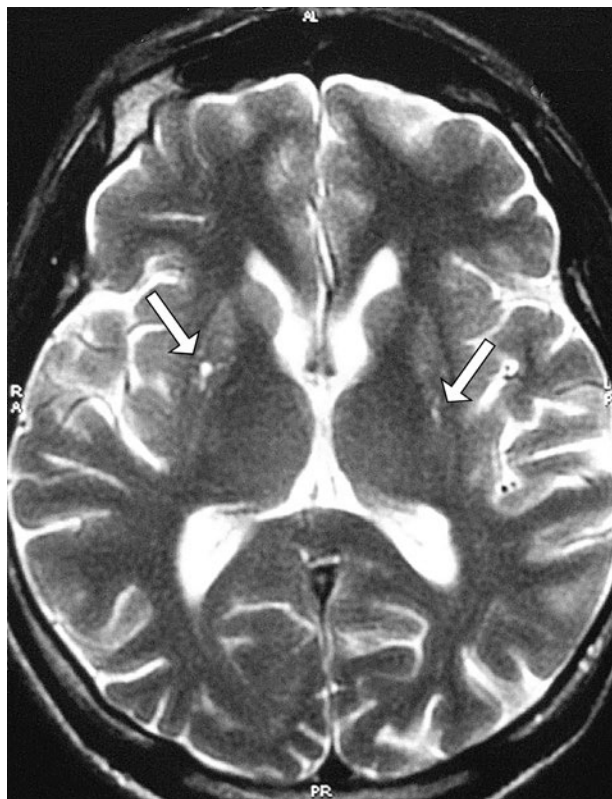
МРТ головного мозку, T2-звжене зображення. В шкаларупі виявлено поодинокі вогнища діаметром від 1 до 3 мм відповідно до ходу пенетруючих судин (показано стрілками)
